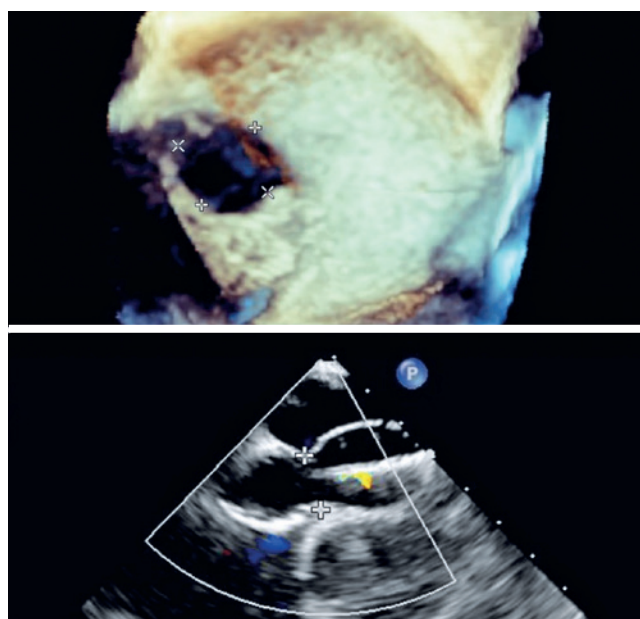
Comunicação interatrial *ostium secundum* vista no ecocardiograma transesofágico em três dimensões e medida de seu diâmetro estirado no método bidimensional.
